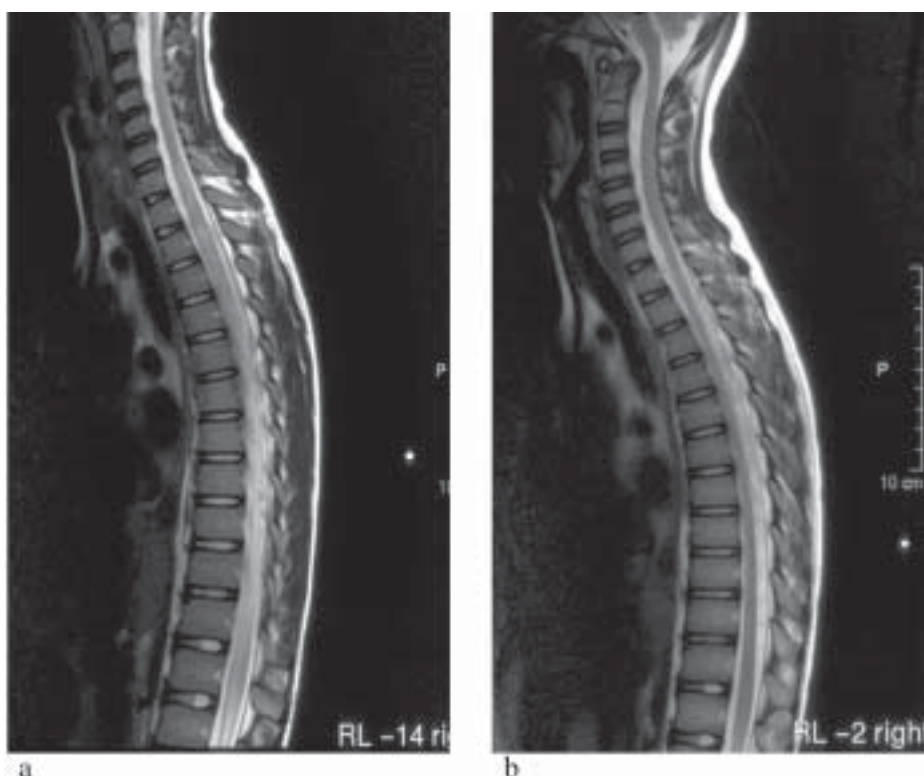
Patientin-Nr. 8, 12 Jahre: Spinales MRT am 2. Erkrankungstag (a) mit Auftreibungen und Signalanhebungen im Bereich des oberen Thorakalmarkes. 4 Wochen später (b) hat sich der Befund normalisiert.
